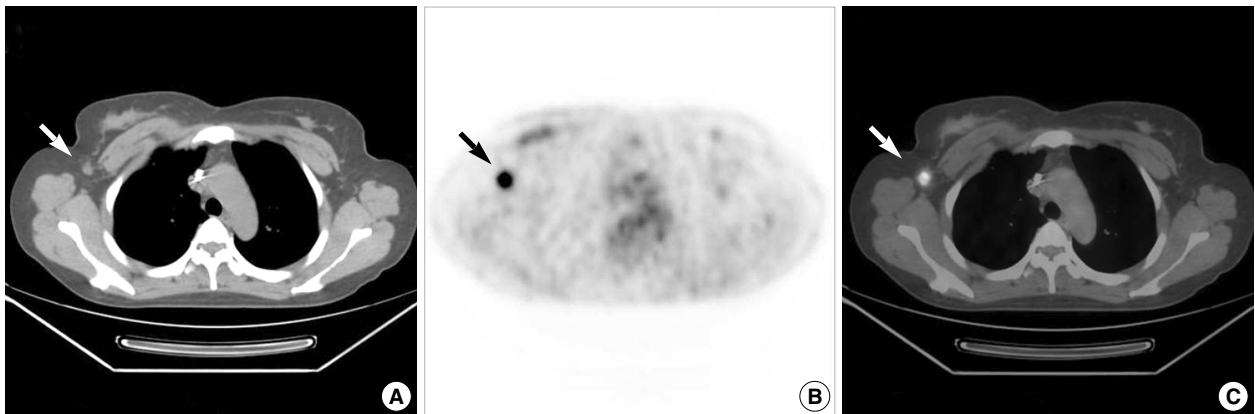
^{18}F -FDG PET/CT imaging of metastatic axillary lymph node. (A) Transaxial computed tomography (CT) image showing a metastatic axillary lymph node (arrow). (B) Transaxial positron emission tomography (PET) image showing a small hypermetabolic axillary lymph node (arrow). (C) PET/CT fusion image showing a metastatic lymph node in axilla (arrow).
